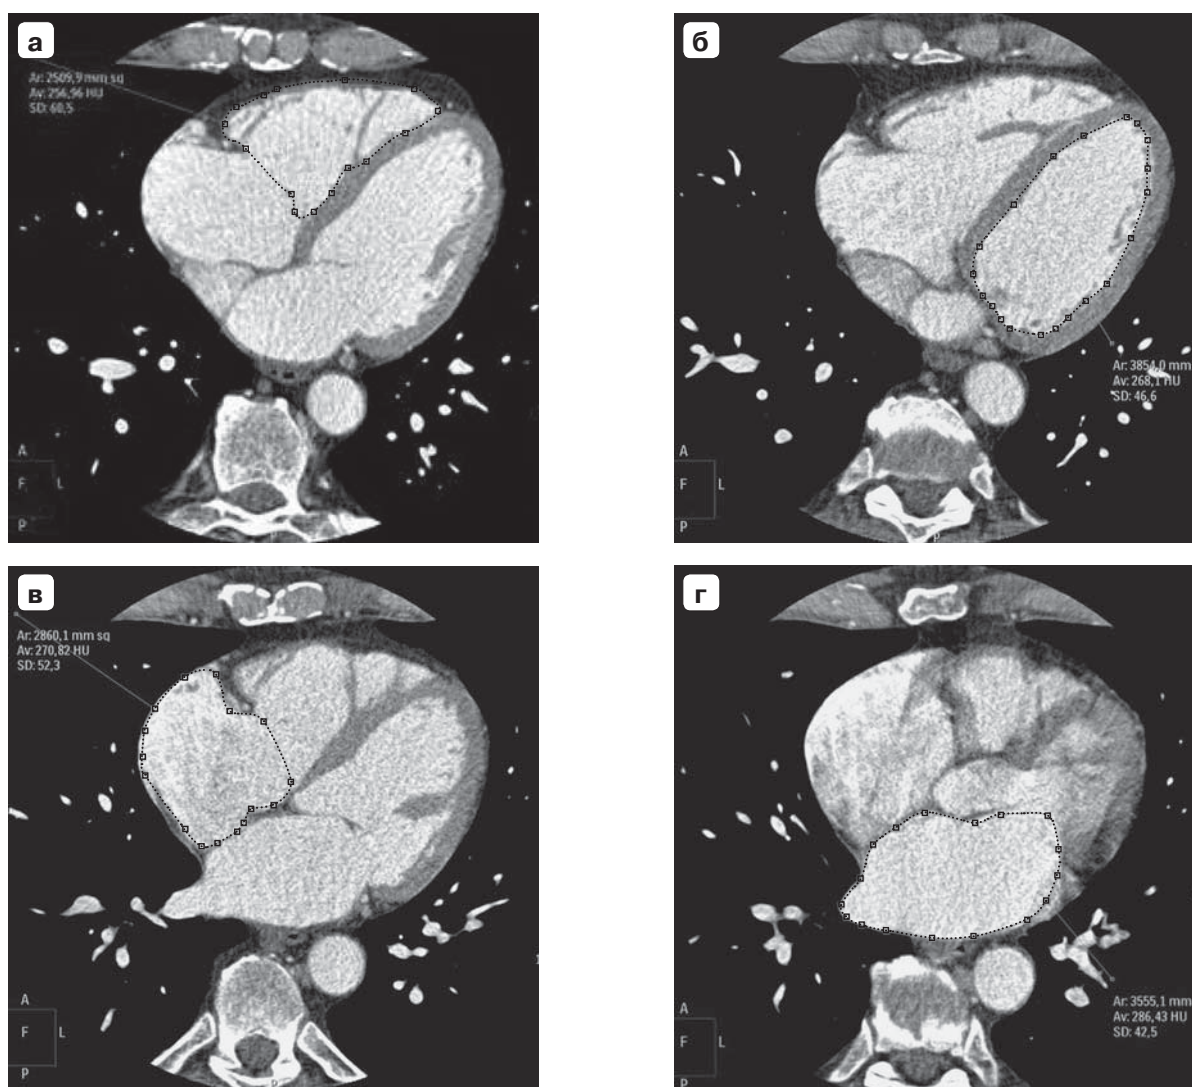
МСКТ. Измерение плотности крови в каждой камере сердца на фоне контрастного усиления. Пример выделения области интереса в правом желудочке (а), левом желудочке (б), правом предсердии (в), левом предсердии (г).
